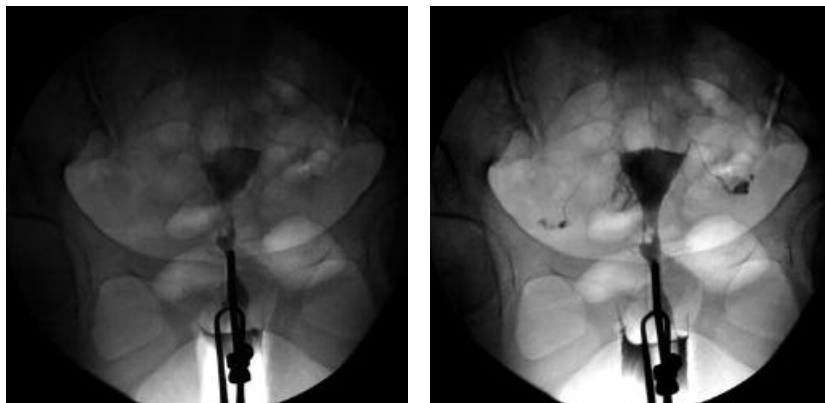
Paciente con antecedente de legrado uterino, radiografías de HSG en diferentes fases de llenado de la cavidad uterina en las que se observa una imagen por defecto de relleno de la cavidad en proximidad al cérvix, la cual presenta contornos irregulares, correspondiente a una sinequia.
